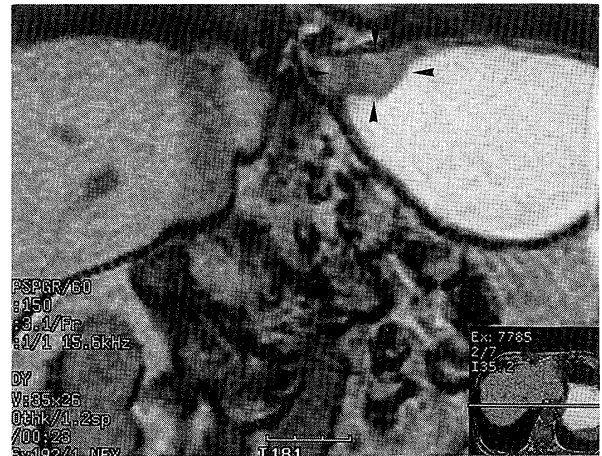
MRI of abdomen showing a mass shadow which compresses the right cardiac region of stomach.
